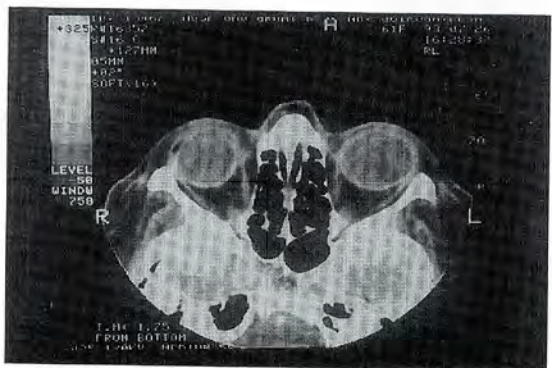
Caso 5. TAC en maculopatía hipotónica derecha permite observar marcada disminución del tamaño del ojo afectado. El largo axial fue 22,9 mm en OD y 25,1 mm en OI.
